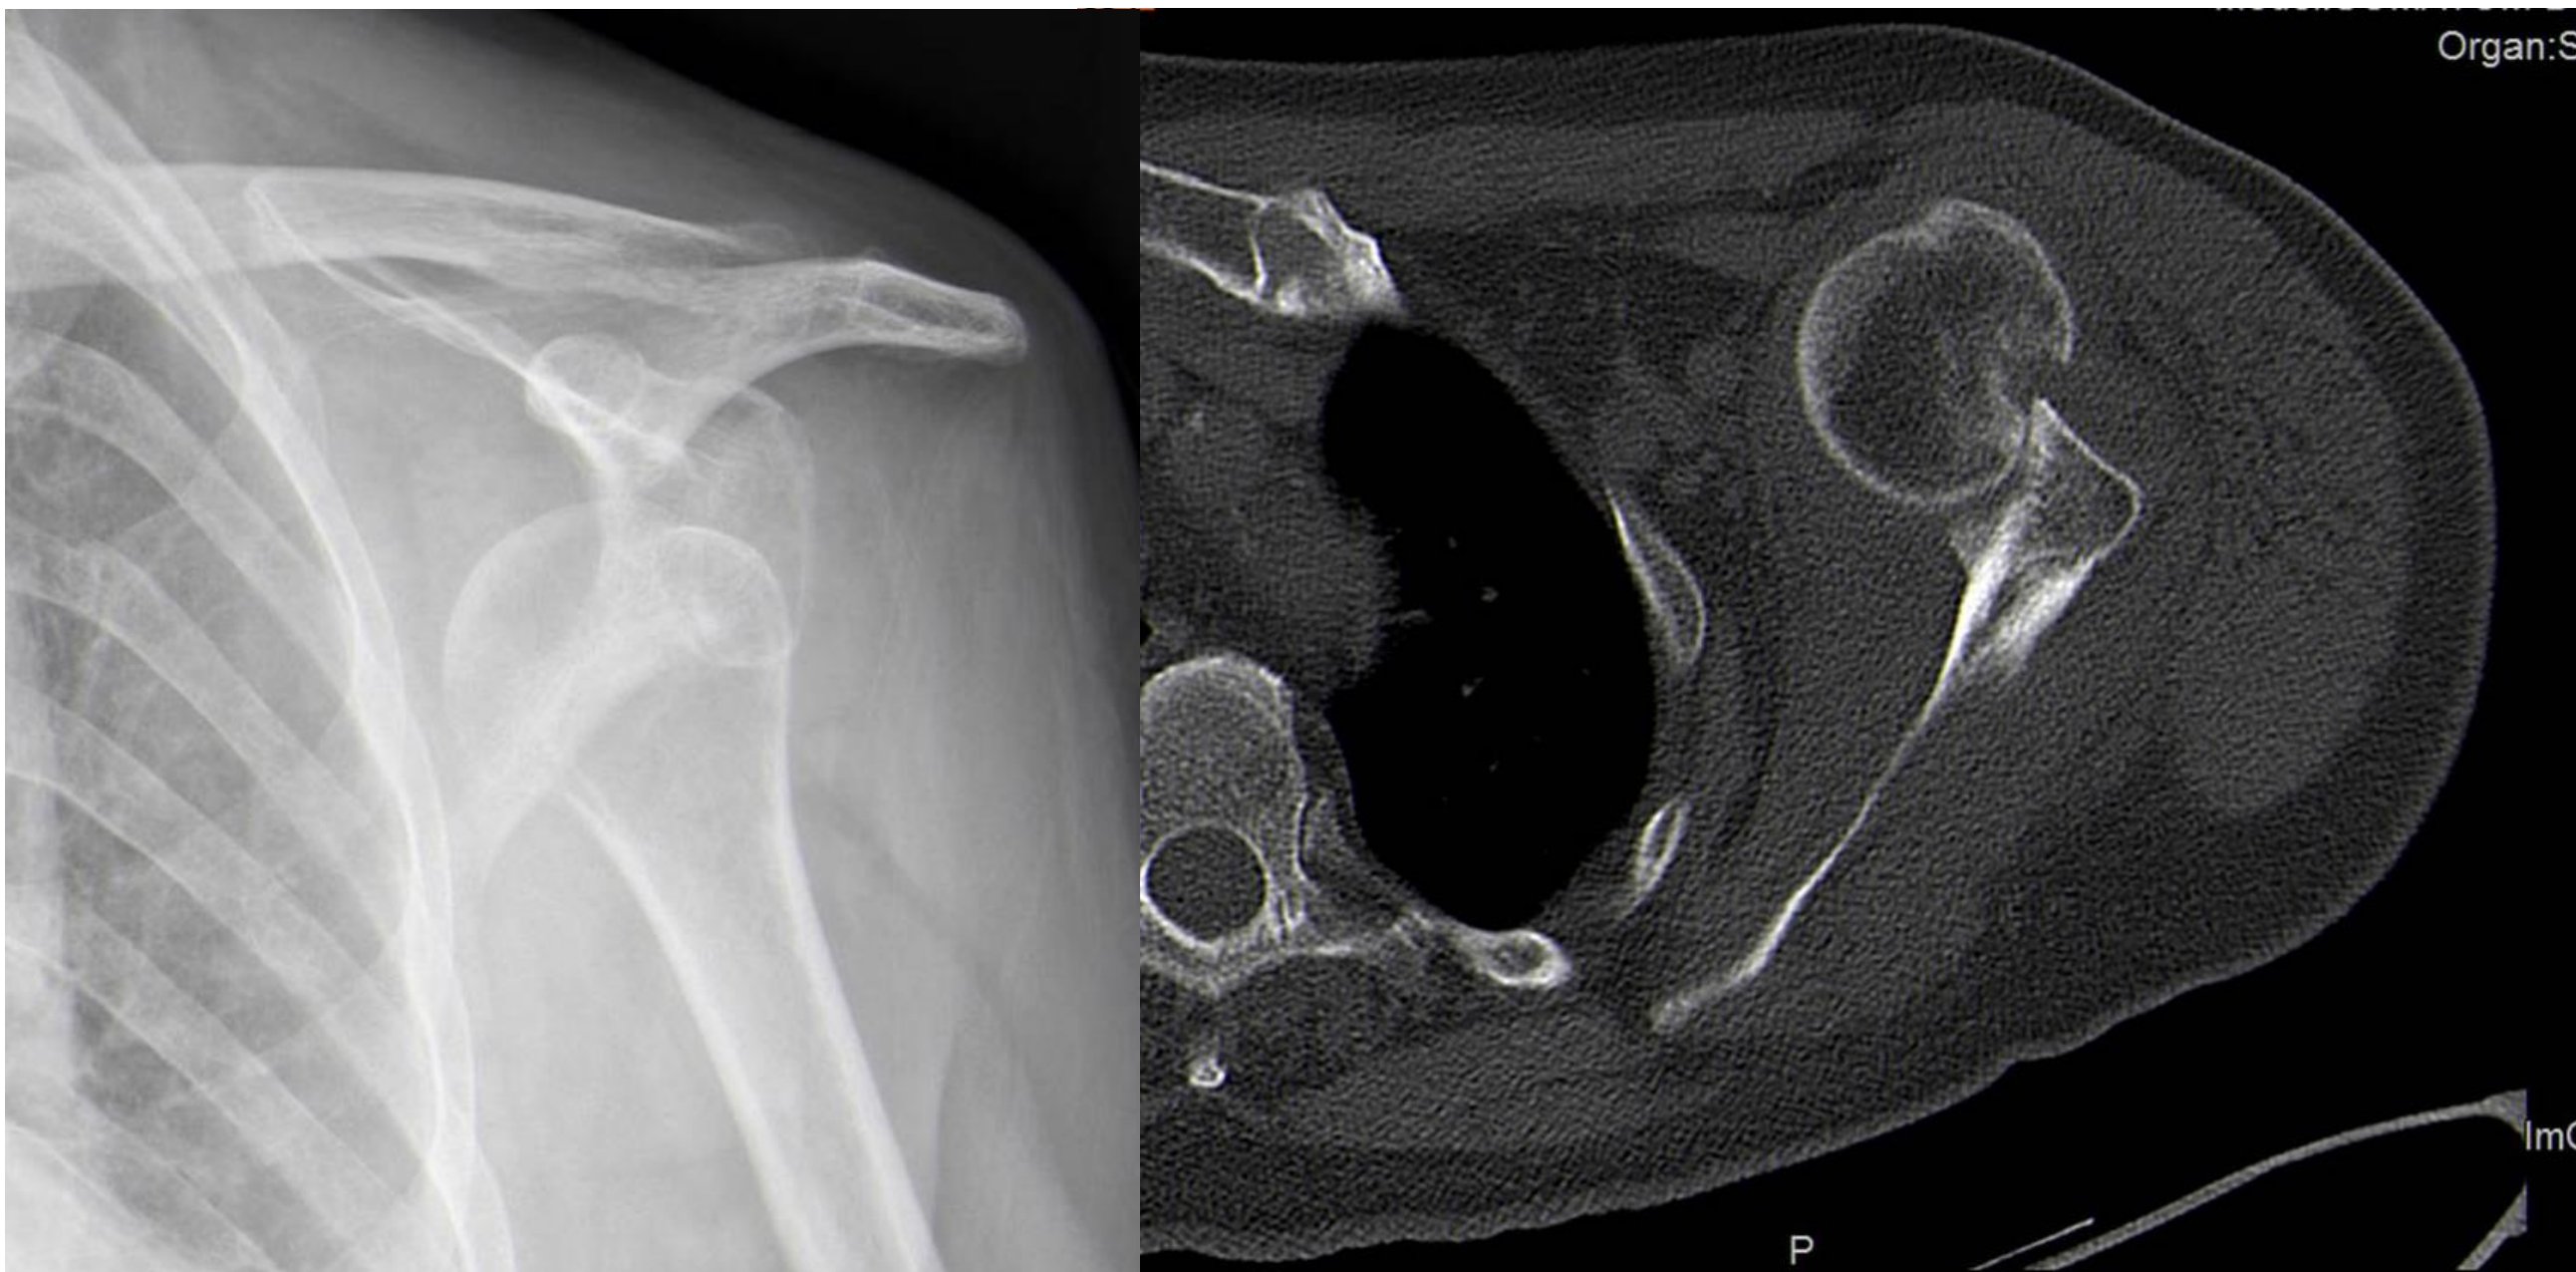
La radiografía y TAC evidenciaban luxación glenohumeral anteroinferior con Hill-Sachs de pequeña dimensión, sin lesión ósea de la cavidad glenoidea.
